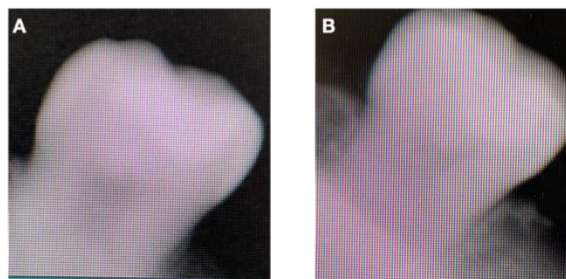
Radiografías de control. A, Radiografía control 1 mes posterior a la rehabilitación OD#36. B, Radiografía control 1 mes posterior a la rehabilitación OD#46.
